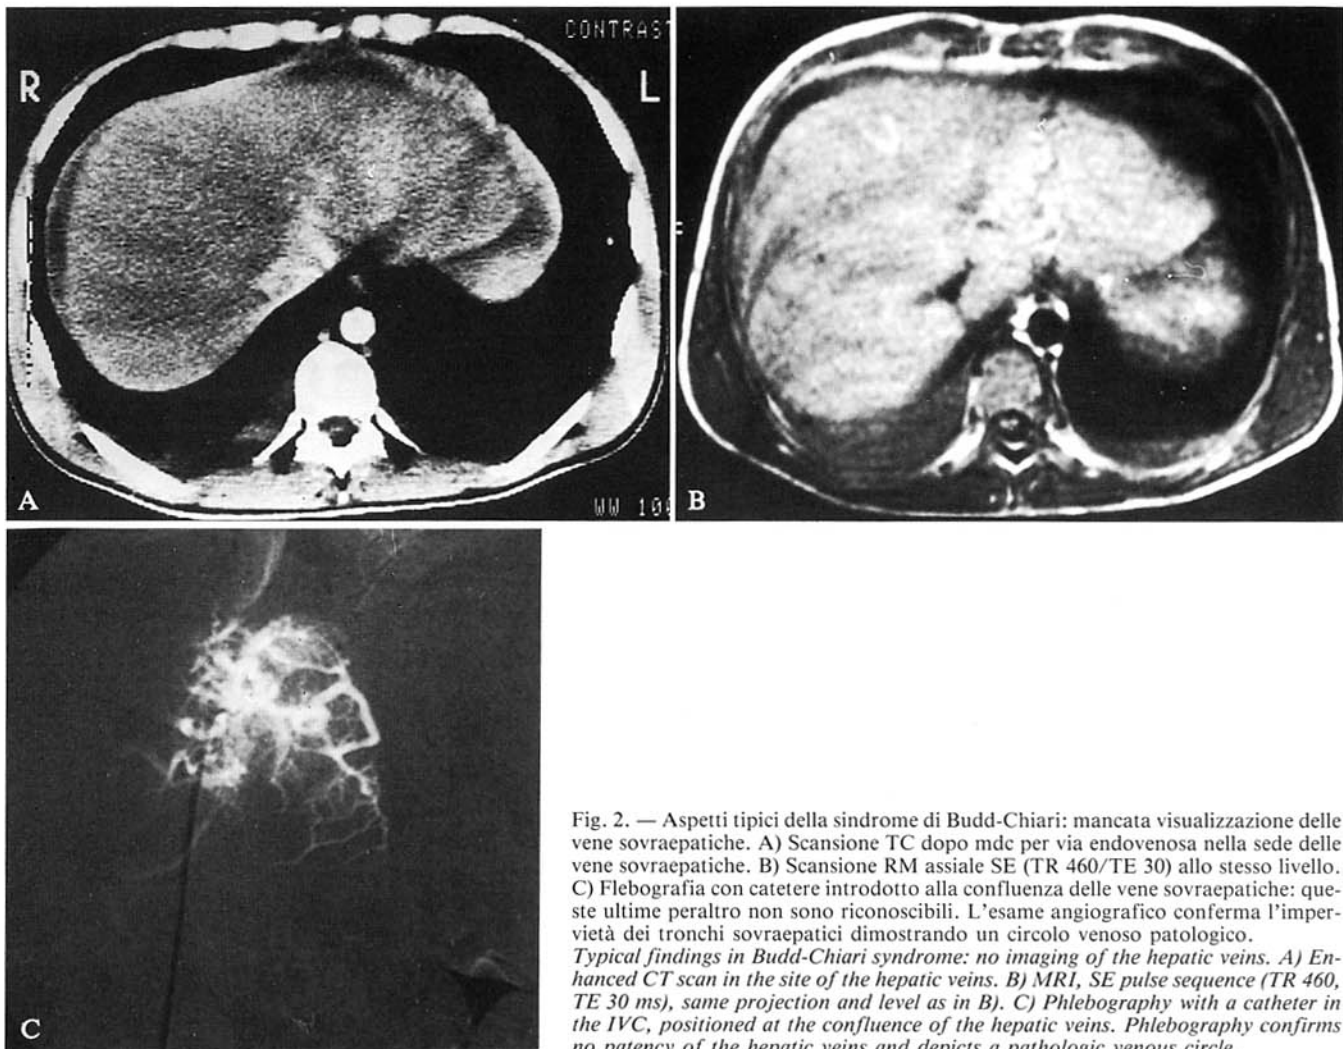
Aspetti tipici della sindrome di Budd-Chiari: mancata visualizzazione delle vene sovraepatiche. A) Scansione TC dopo mdc per via endovenosa nella sede delle vene sovraepatiche. B) Scansione RM assiale SE (TR 460/TE 30) allo stesso livello. C) Flebografia con catetere introdotto alla confluenza delle vene sovraepatiche: queste ultime peraltro non sono riconoscibili. L'esame angiografico conferma l'imperviabilità dei tronchi sovraepatici dimostrando un circolo venoso patologico.
